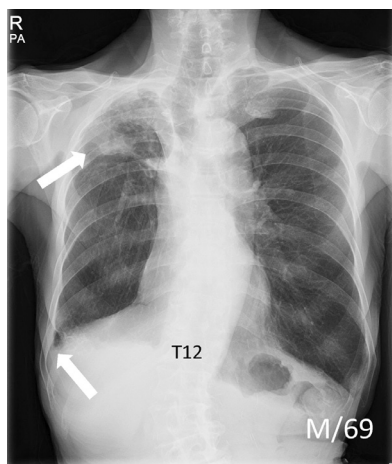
A chest radiograph of a 69-year-old man revealed a focal nodular opacity in the right upper lobe and right costophrenic angle blunting. In addition, thoracolumbar scoliosis was also observed on the chest radiograph, and the patient was ultimately excluded from this study.
